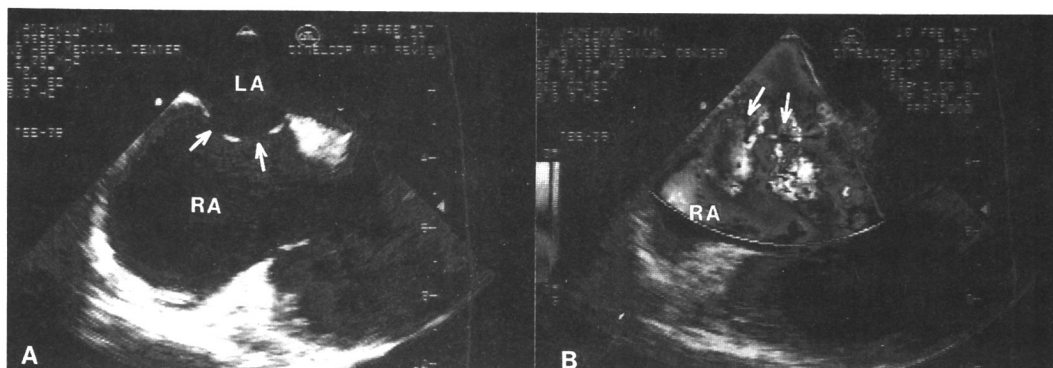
Transesophageal echocardiography shows two fenestrations within the aneurysm of atrial septum(A), and left to right shunt flow across each defect(B).
